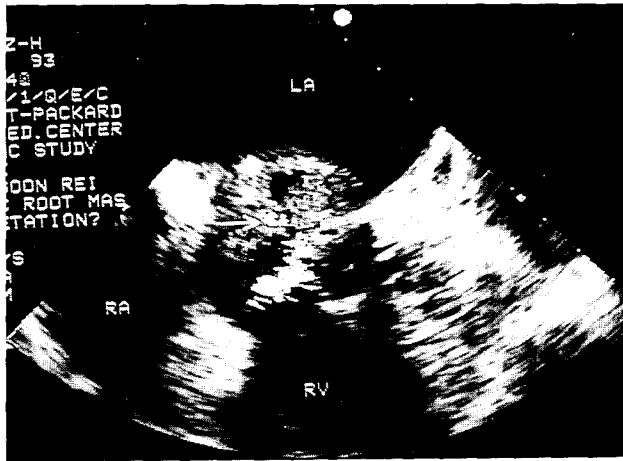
입원당시 경식도 심초음파(Transesophageal echocardiography) 소견. 승모판과 좌심실 유출로 사이에 농양 병소가 보인다.
